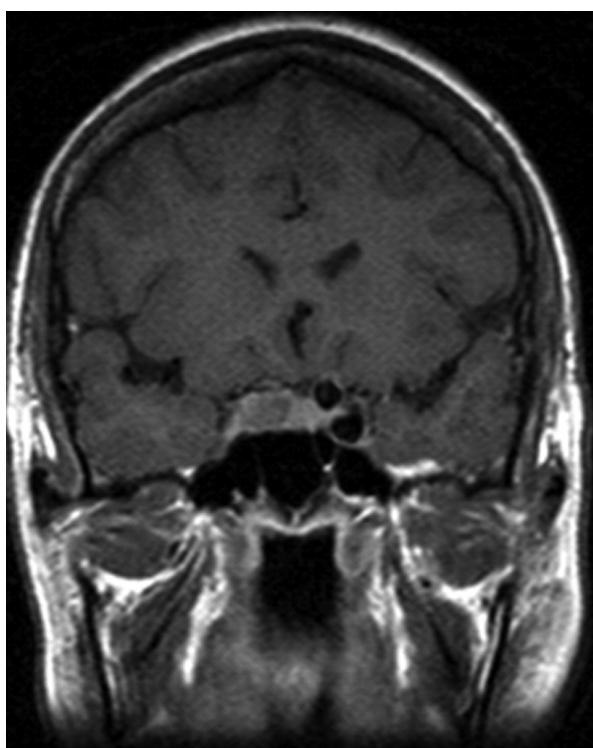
Caso 3: RMN de cerebro corte coronal, se observa imagen intrahipofisaria derecha hipointensa compatible con adenoma hipofisario y ausencia del seno cavernoso derecho.
